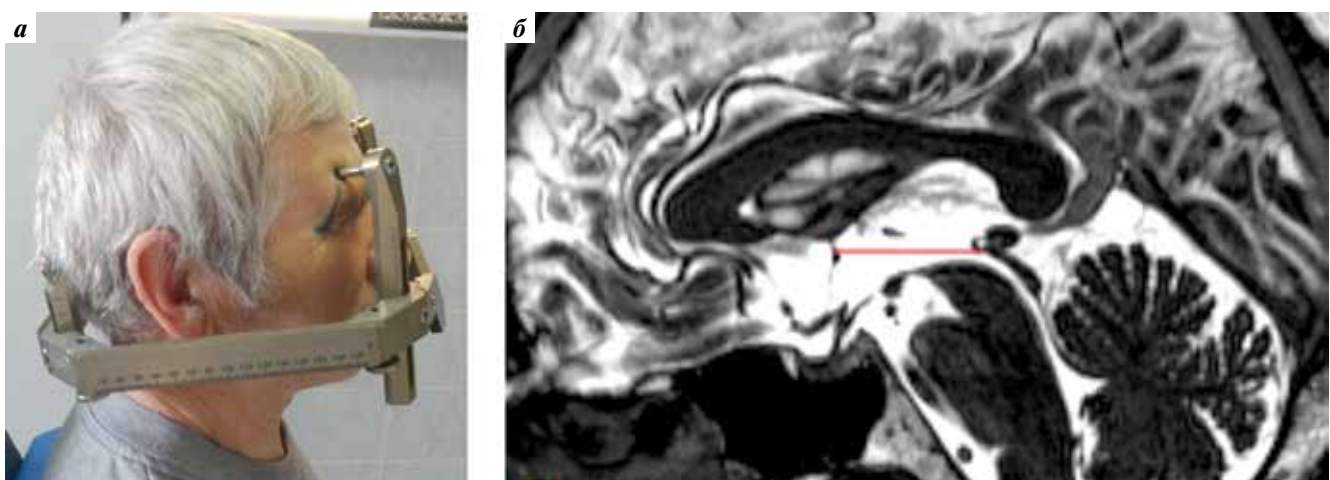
Фотография пациента (а) и магнитно-резонансная томография (б) при фиксации стереотаксической рамы. Рама расположена таким образом, чтобы ее плоскость была параллельна линии между передней и задней спайками
